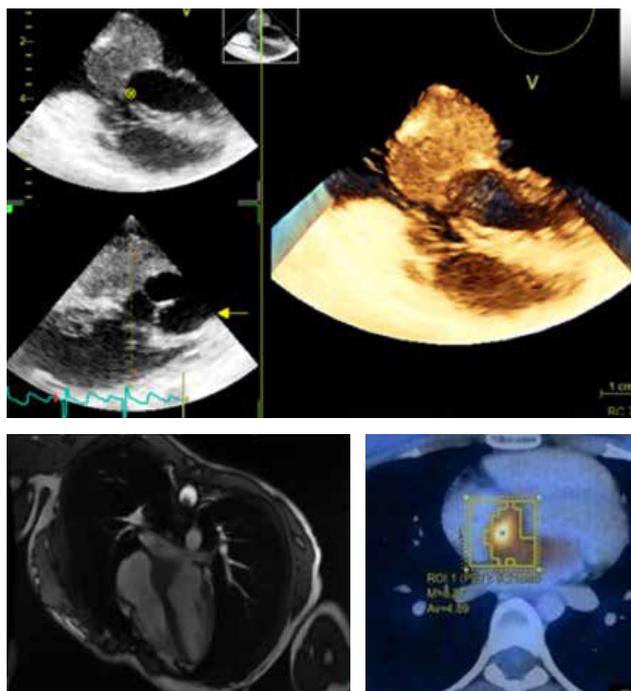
Ecocardiograma, resonancia magnética cardiaca y PET-CT con masa infiltrante de 49 × 26 mm en los dos tercios inferiores del tabique interauricular, infiltración retroaórtica. Base de la valva anterior de la válvula aórtica, paredes auriculares anteriores y el tercio superior del tabique interventricular y con SUV de 7.0.
